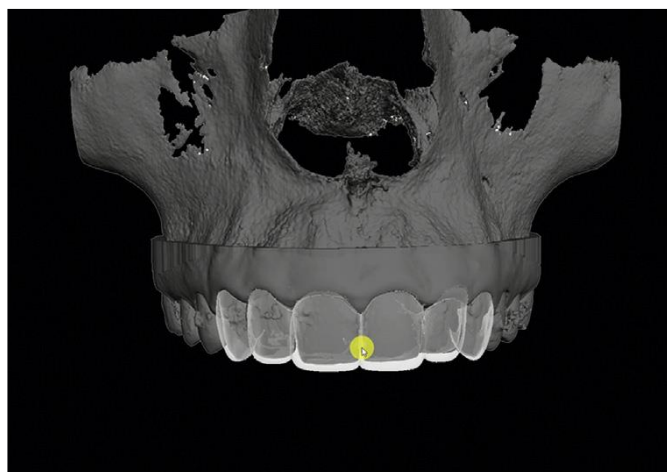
Vista del escáner intraoral, la tomografía computarizada de haz cónico y el encerado digital superpuestos (Tomado de Passos et al, 2020).
